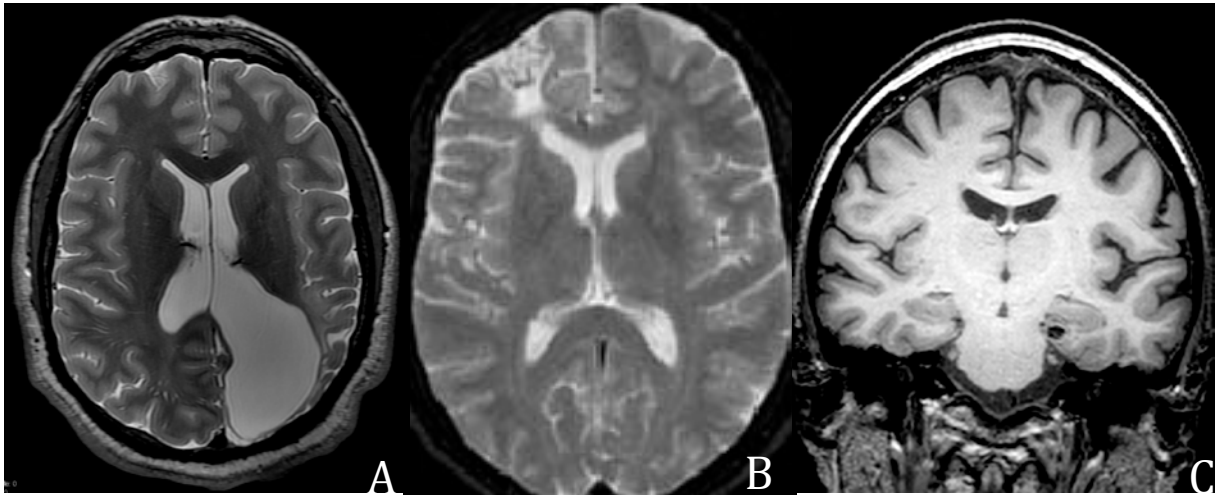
RM en paciente con infarto en territorios vasculares frontera (ulegria) en relación con hipoxia perinatal (A), en la cual se aprecia disminución del grosor de la base de las circunvoluciones occipitales. RM mostrando contusión frontal derecha, con áreas de ausencia de señal en secuencia T2, en relación con restos de hemosiderina (B). Angioma cavernoso (C).
